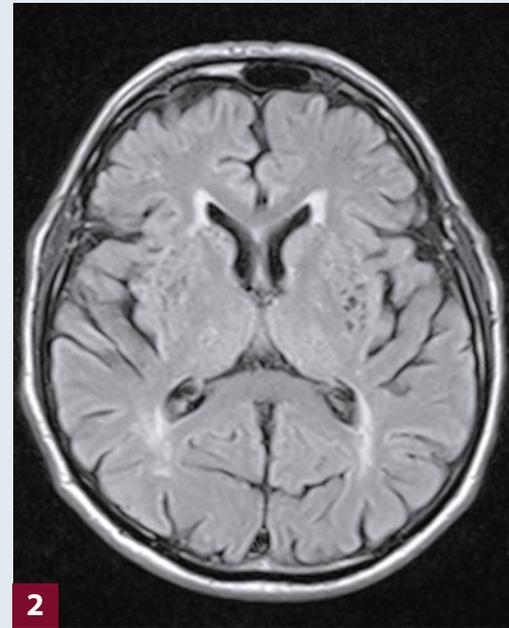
Asymmetrischer Virchow-Robin-Raum. a: CT, b: MRT FLAIR, c: MRT T2, d: MRT koronar T1
